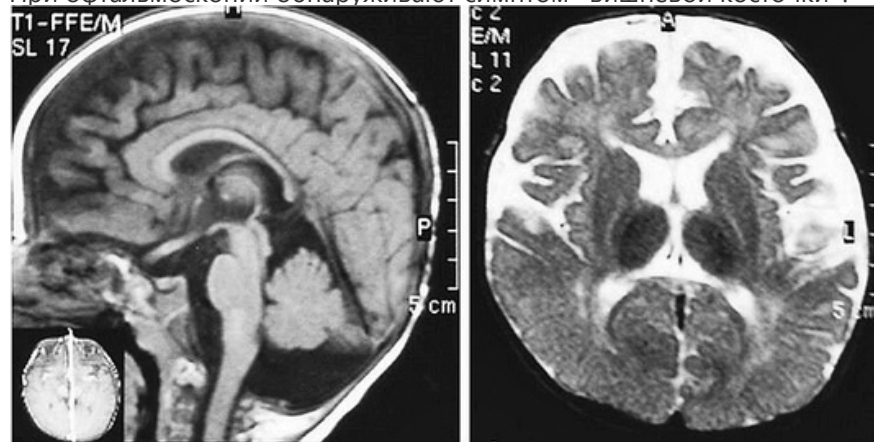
МРТ головного мозга пациентки 11 лет с GM<sub>2</sub>-ганглиозидозом (болезнь Зандгоффа). Атрофия коры головного мозга и мозжечка
